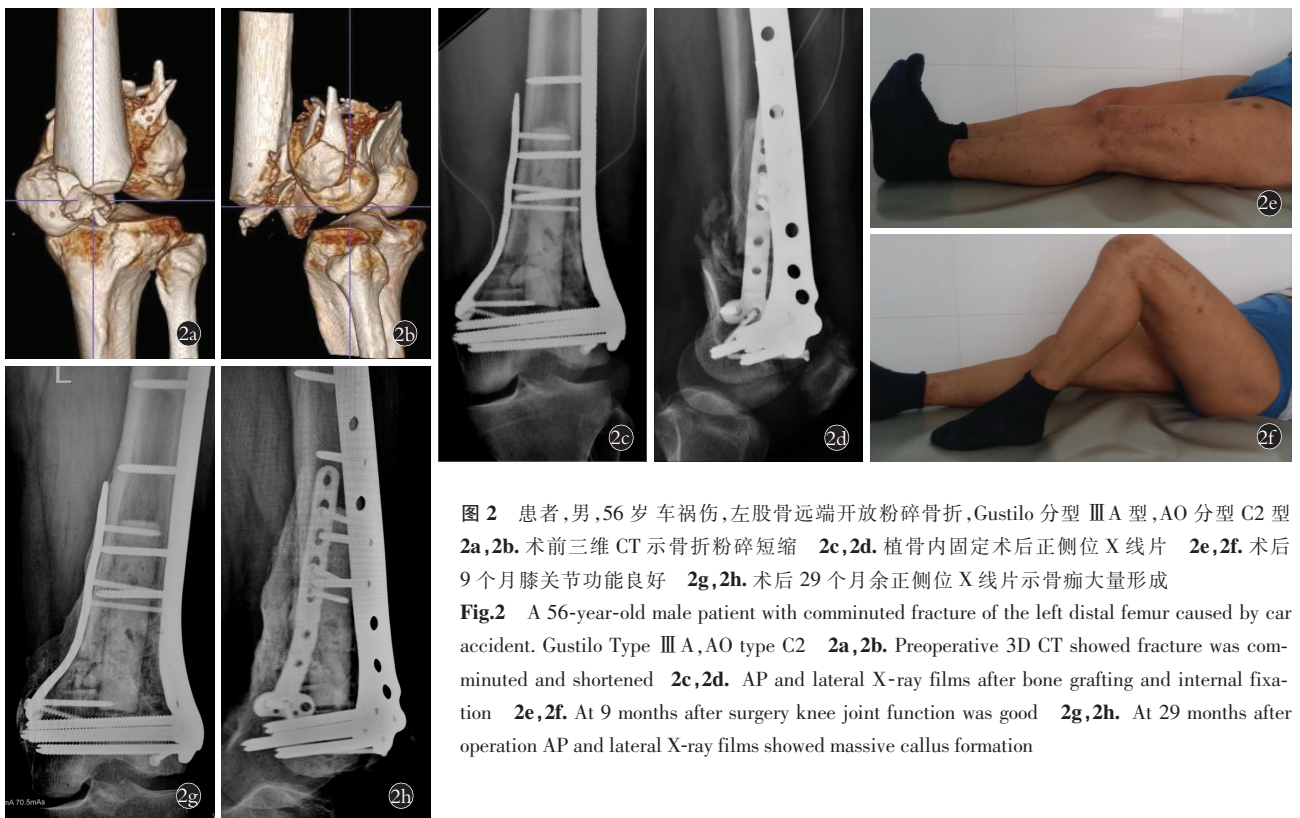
患者,男,56岁车祸伤,左股骨远端开放粉碎骨折,Gustilo分型 III A型,AO分型C2型 2a,2b.术前三维CT示骨折粉碎短缩 2c,2d.植骨内固定术后正侧位X线片 2e,2f.术后9个月膝关节功能良好 2g,2h.术后29个月余正侧位X线片示骨痂大量形成
